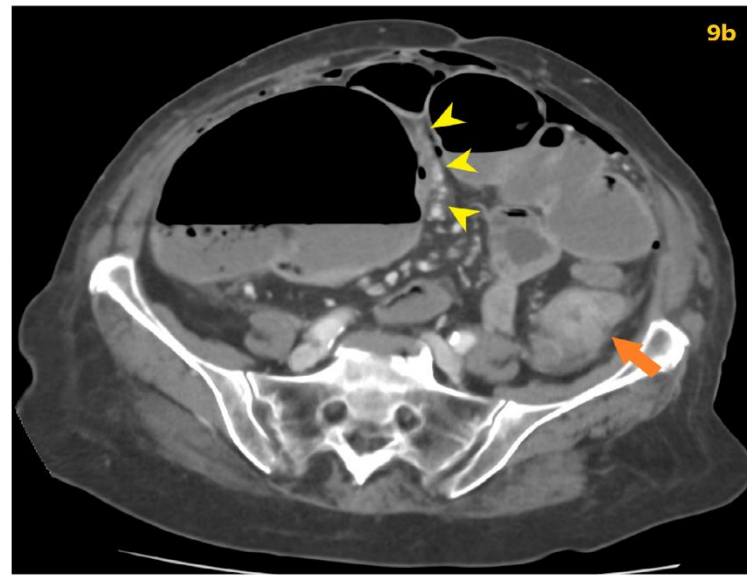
Perforación de una úlcera antral que, a parte de la solución de continuidad, presenta en la imagen del TC engrosamiento mural difuso submucoso e hipercaptación de la mucosa. Figura 9b. Perforación cecal debida a la obstrucción que produce una neoplasia en colon descendente (flecha). La localización de la solución de continuidad (cabezas de flecha) se puede inferir por el engrosamiento focal de la pared cecal, el edema mesentérico adyacente y una burbuja de aire intramural. Figuras 9c, 9d. Perforación de víscera hueca por un cuerpo extraño (hueso de pollo). La imagen axial muestra la localización de la lesión mural al visualizarse un discreto engrosamiento y un absceso (estrella) adyacente a él. En la imagen coronal se ve el cuerpo extraño (óvalo) distal a la lesión mural (flecha).
